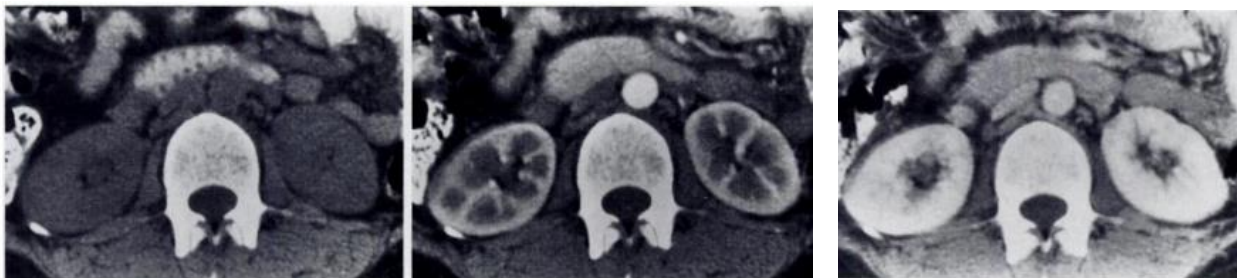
Progresion normal de un nefrograma en Urotomografía. Fase precontraste. 30-45 segundos despues y 2 minutos despues de la adoministración de medio de contraste, que muestra nefrograma cortical y tubular, con perdida de la relación corticomedular.
